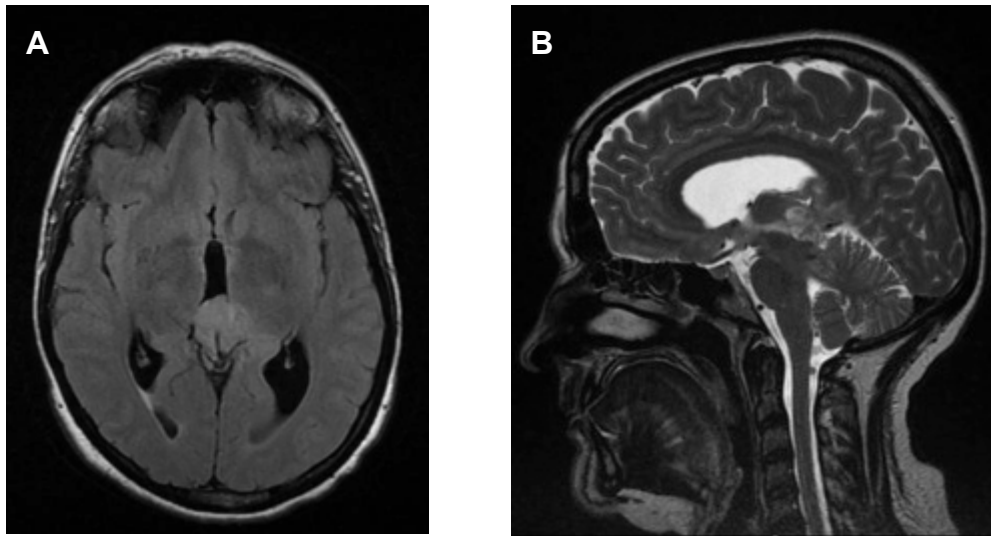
IRM en coupe axiale T2 Flair (A) et sagittale T2 (B) d'un pinéaloblastome de la région pinéale.
